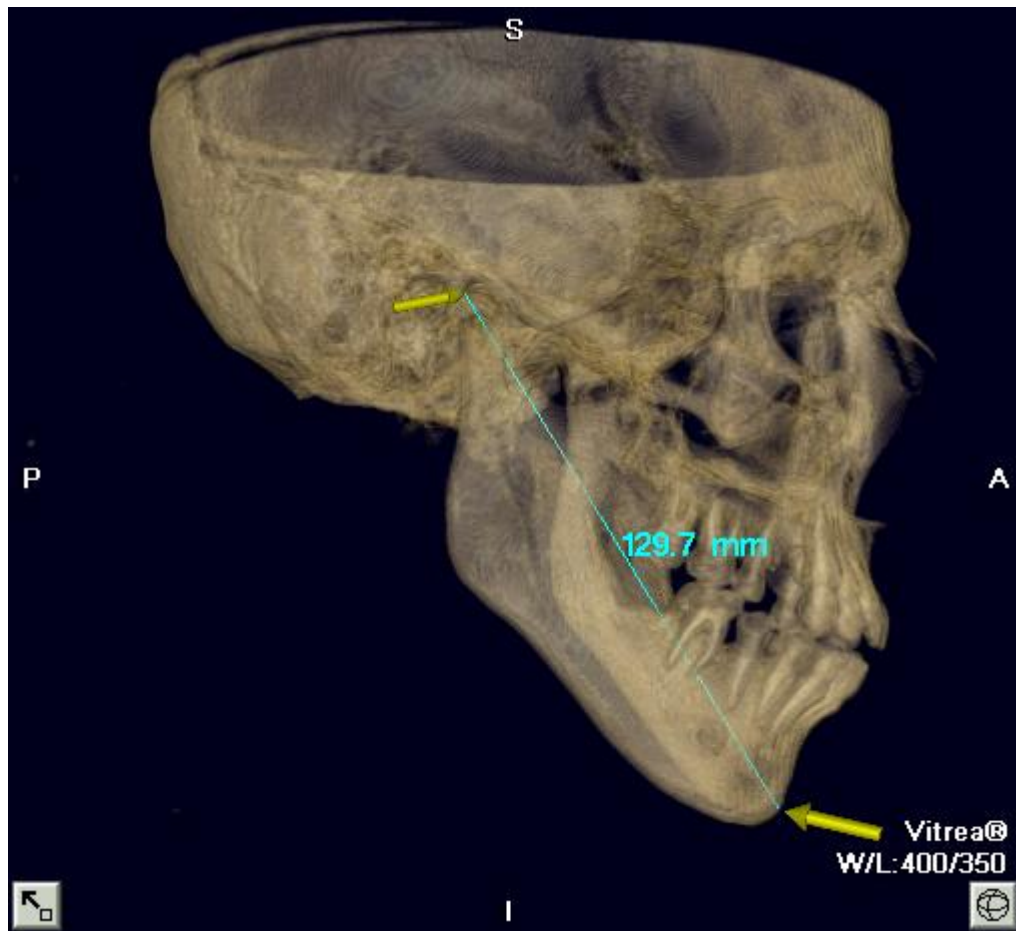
Reconstrução em 3D-TC no protocolo ósseo (transparência) da medida Co-Pg
